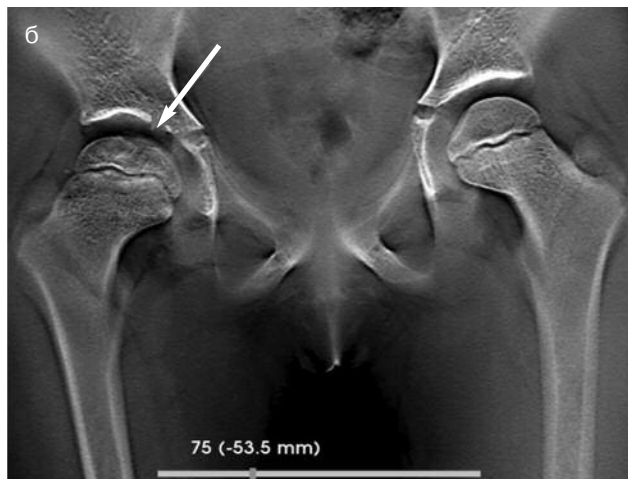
Дівчинка, 9 років, хвороба Пертеса 1.5 року: а — рентгенограма кульшових суглобів, б — томограма (75-й зріз)
